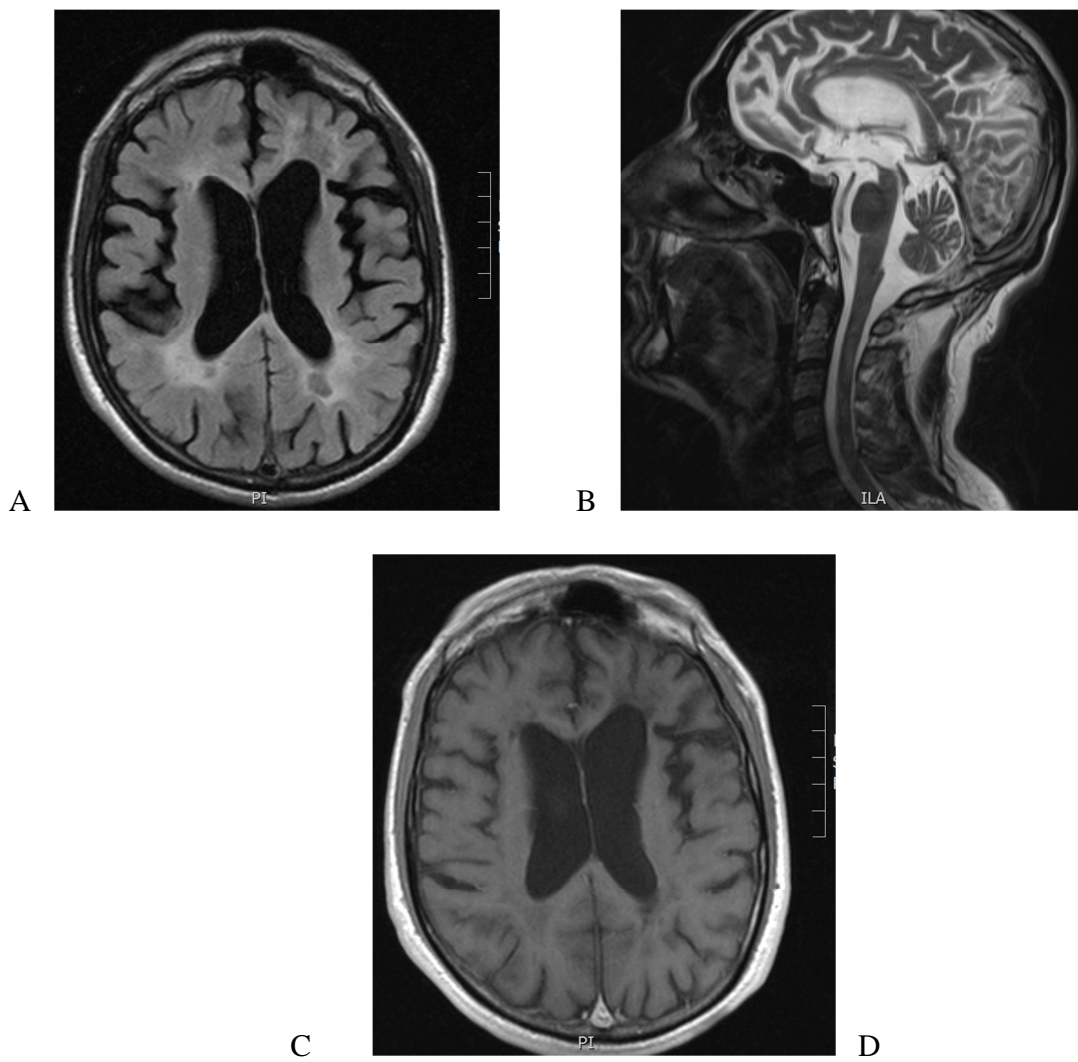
IRM del caso 3 previo al inicio de tratamiento de inducción con MTX. Se observan múltiples lesiones desmielinizantes en FLAIR supratentoriales (A) e infratentoriales en T2 (B). Ninguna lesión capta gadolinio (C).
